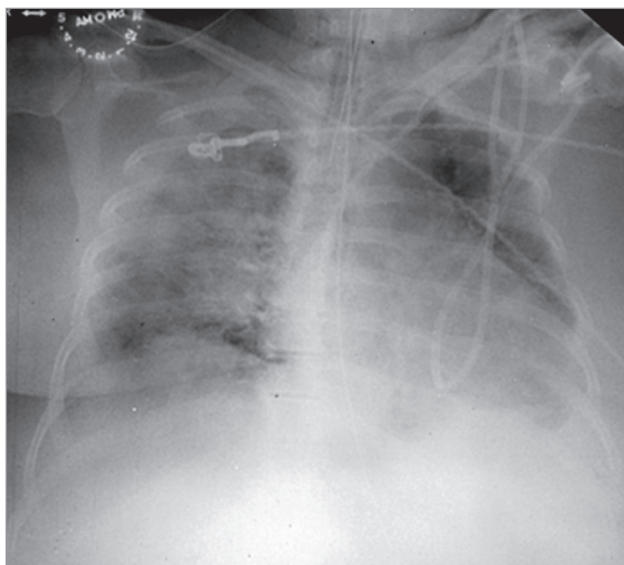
Острый некардиогенный отек легких, индуцированный цитозин-арабинозидом. Рентгенограмма (по Dulohery M. et al., 2022 [55])
